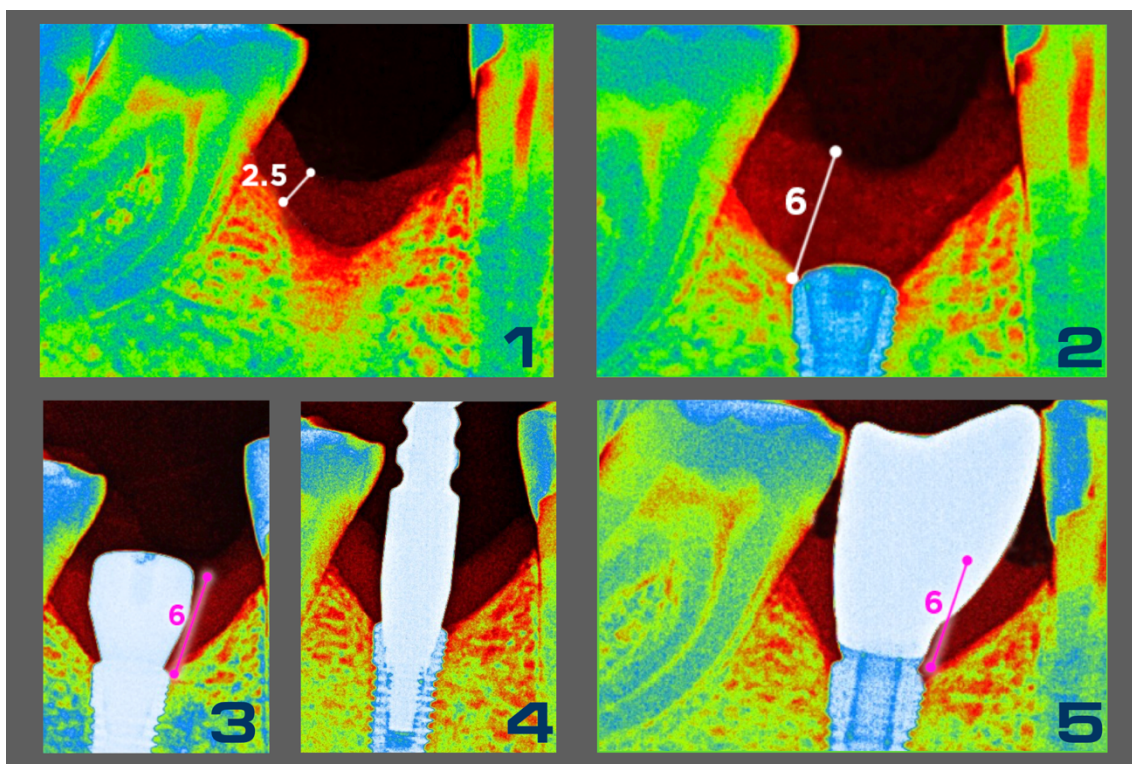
Рентгенологическое обследование на разных этапах лечения
